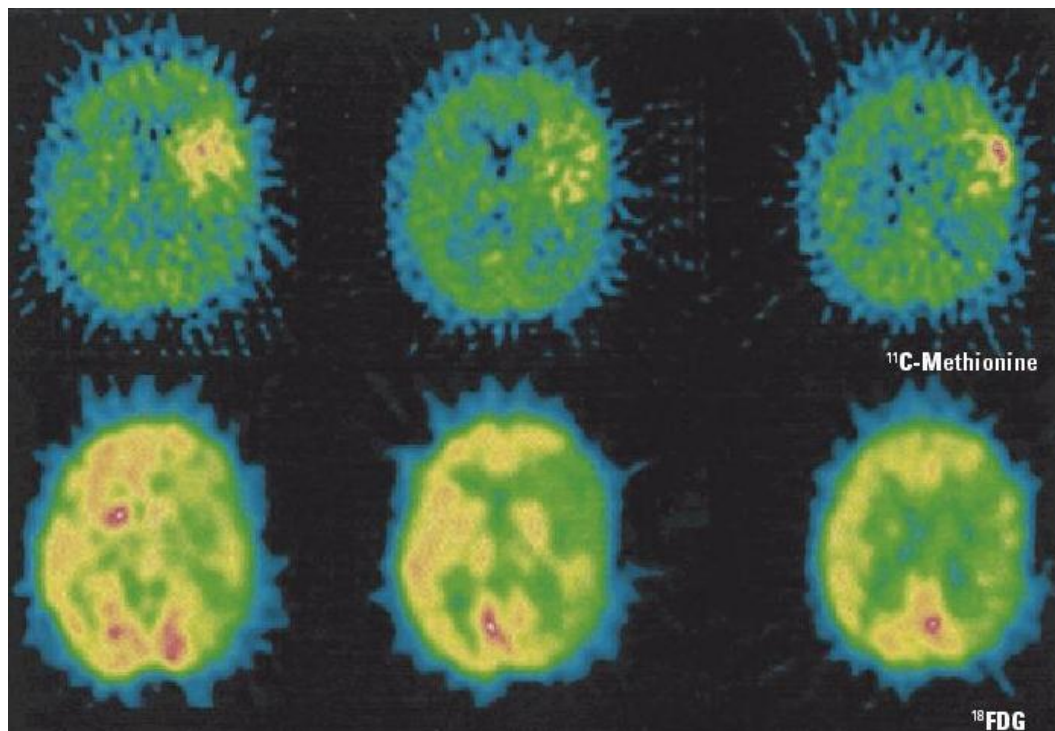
Évaluation d'un gliome de grade II. : Hypocaptation en TEP FDG, hypercaptation en TEP MET
